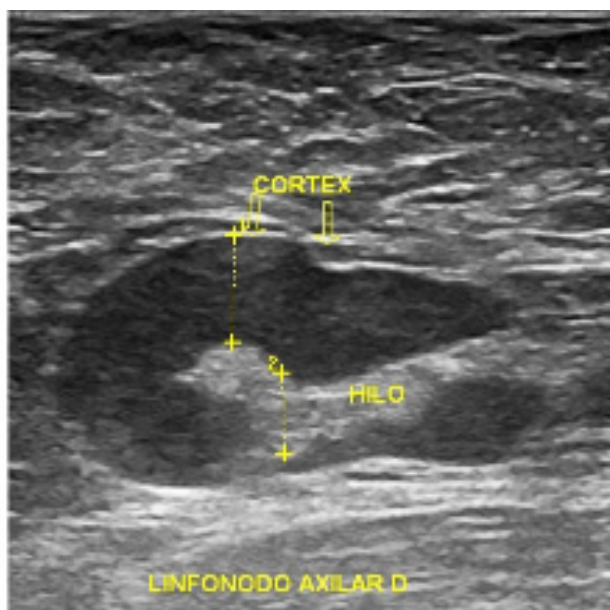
Ecografia de linfonodo com cortical espessada focalmente e relação córtex/hilo > 1 (linfonodo suspeito)
